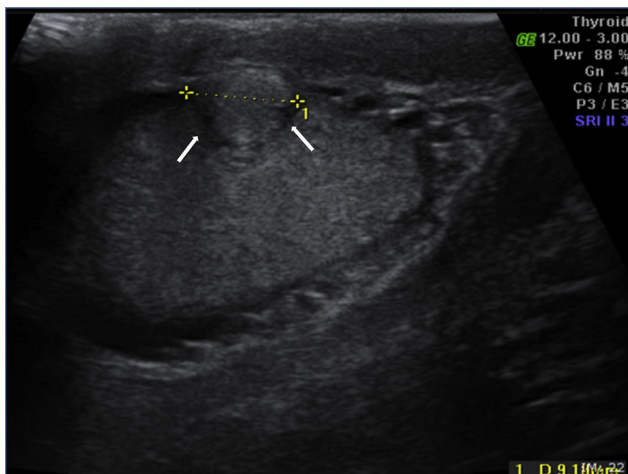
Ecografia escrotal – nódulo sólido hiperecogénico pericentimétrico em aparente continuidade com albugínea e aparente compressão extrínseca sobre parênquima testicular (setas).
